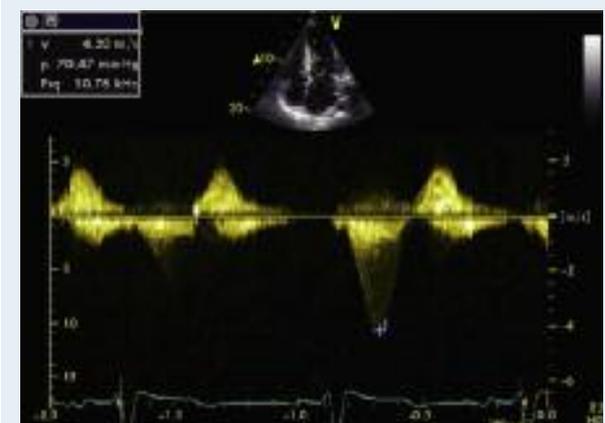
Coupe apicale 4 cavités couplé au doppler continu montrant un gradient intra-VG à l'état de base à 70 mm Hg.
